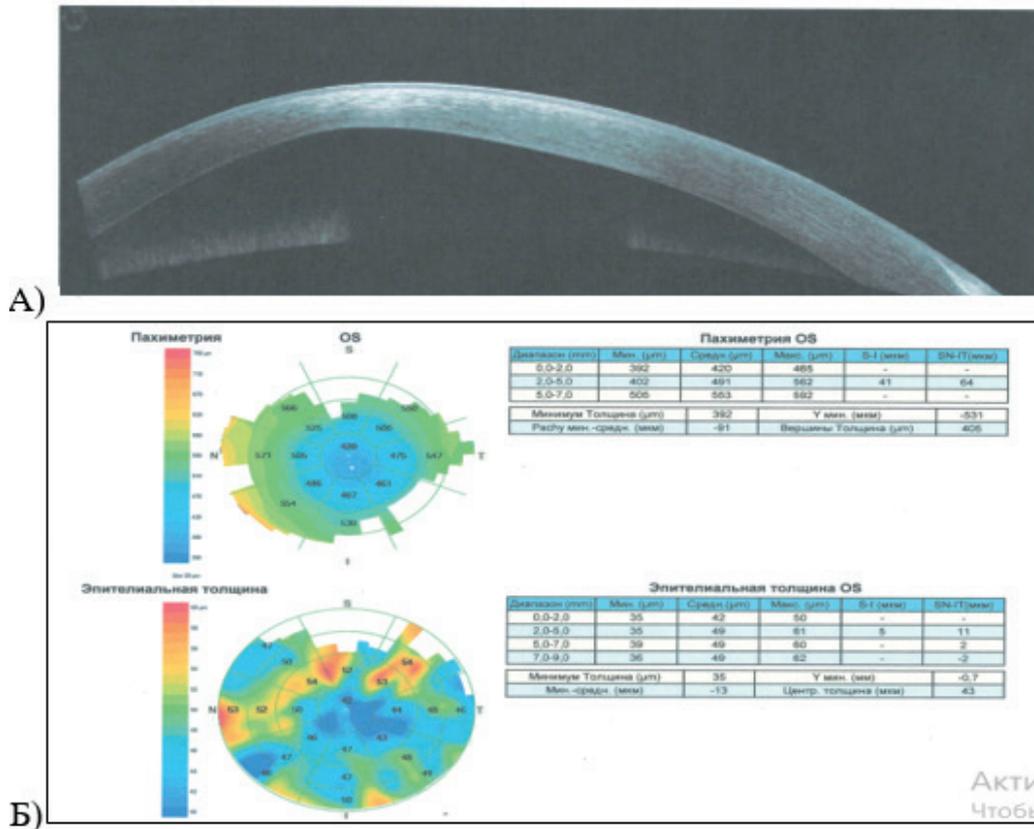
А, Б. Передняя оптическая когерентная томография и карта пахиметрии пациента с кератоэктазией.
